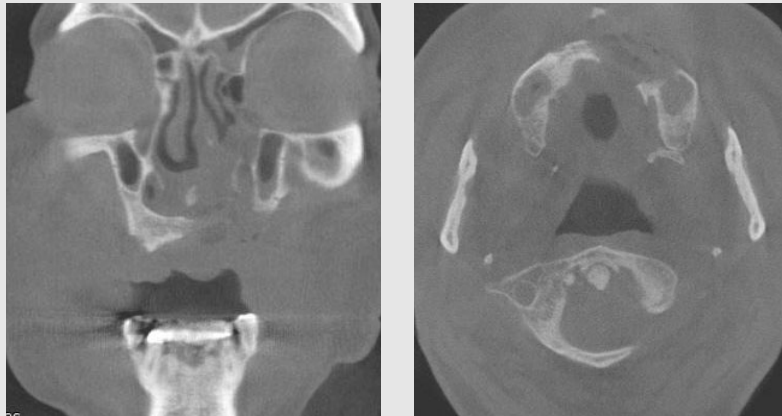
Postoperative CT finding(술후 CT)
